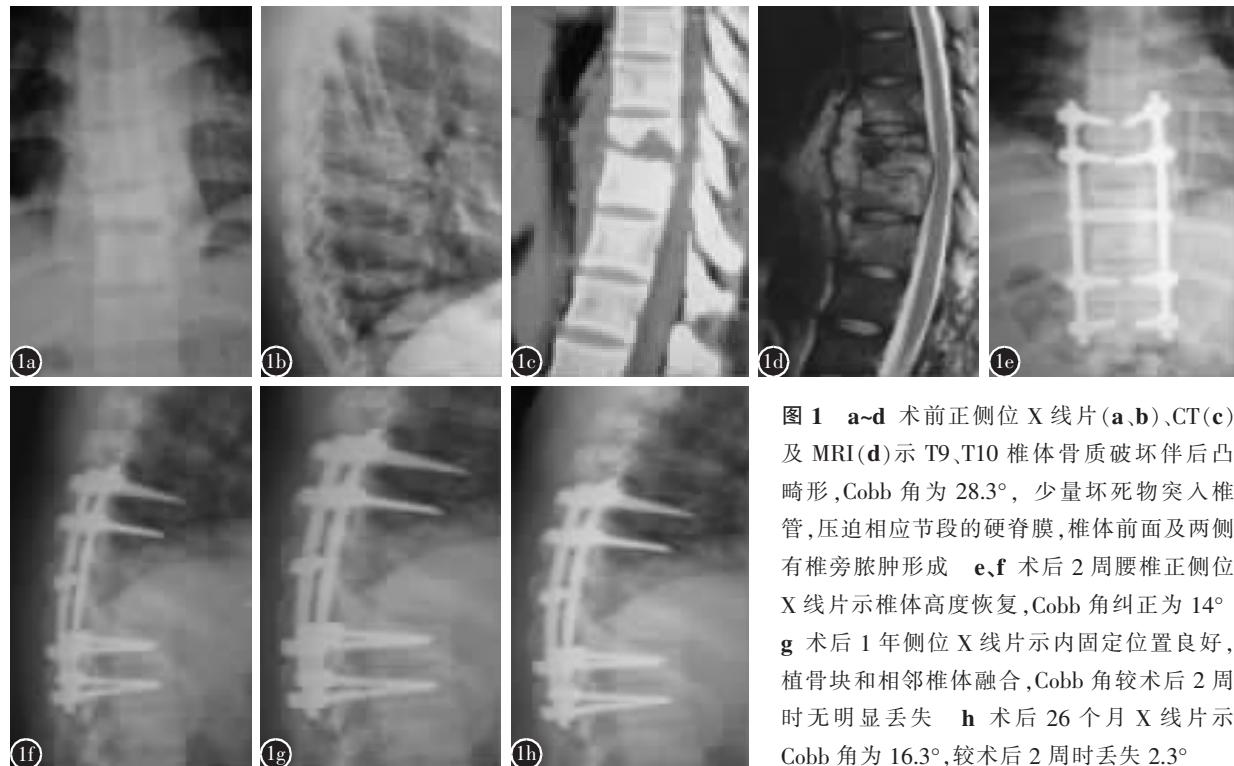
a~d术前正侧位X线片(a、b)、CT(c)及MRI(d)示T9、T10椎体骨质破坏伴后凸畸形,Cobb角为28.3°,少量坏死物突入椎管,压迫相应节段的硬脊膜,椎体前面及两侧有椎旁脓肿形成
